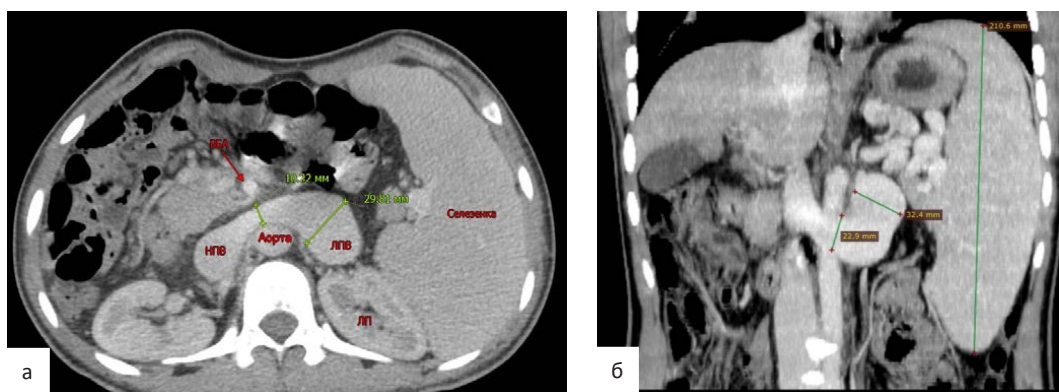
а - сагиттальный срез портальной-венозной фазы МСКТ ангиографии у ребенка с ВПГ; отмечается выраженное расширение ЛПВ до места ее перехода в аортомезентериальный сегмент. ВБА – верхняя брыжеечная артерия, ЛПВ – левая почечная вена, НПВ- нижняя полая вена, ЛП- левая почка; б - фронтальный срез
